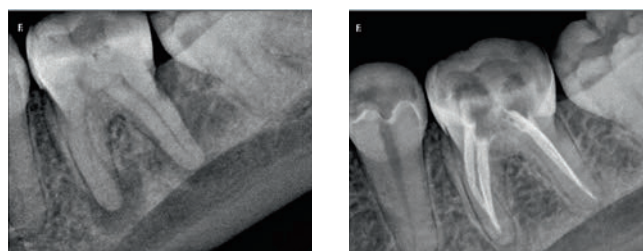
Внутриворотное рентгенологическое исследование зуба 3.6.
